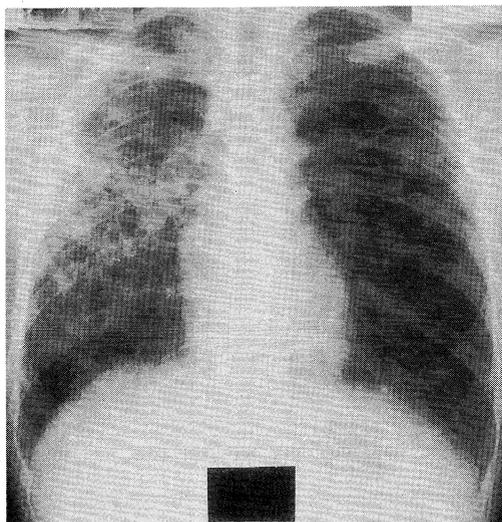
Posteroanterior chest roentgenogram on admission reveals multiple thin-walled cavities and infiltration in the right lung.
